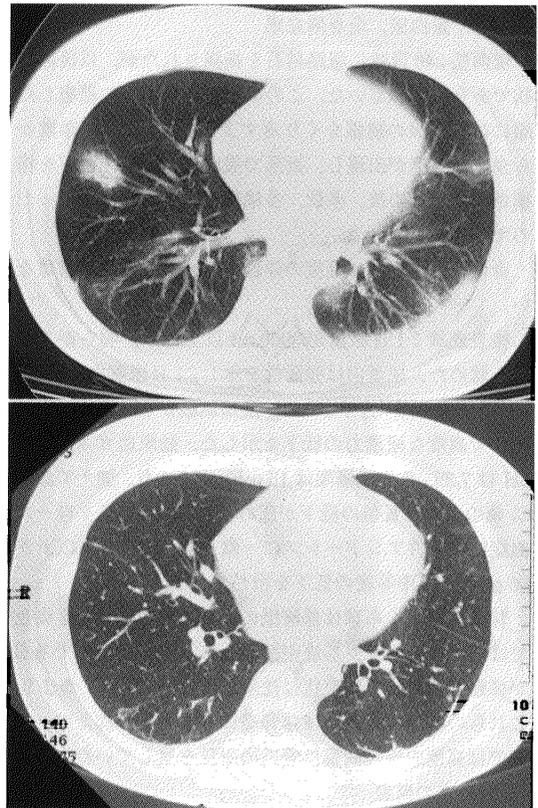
シェーグレン症候群患者にみられた結節性陰影を示す胸部CT像
